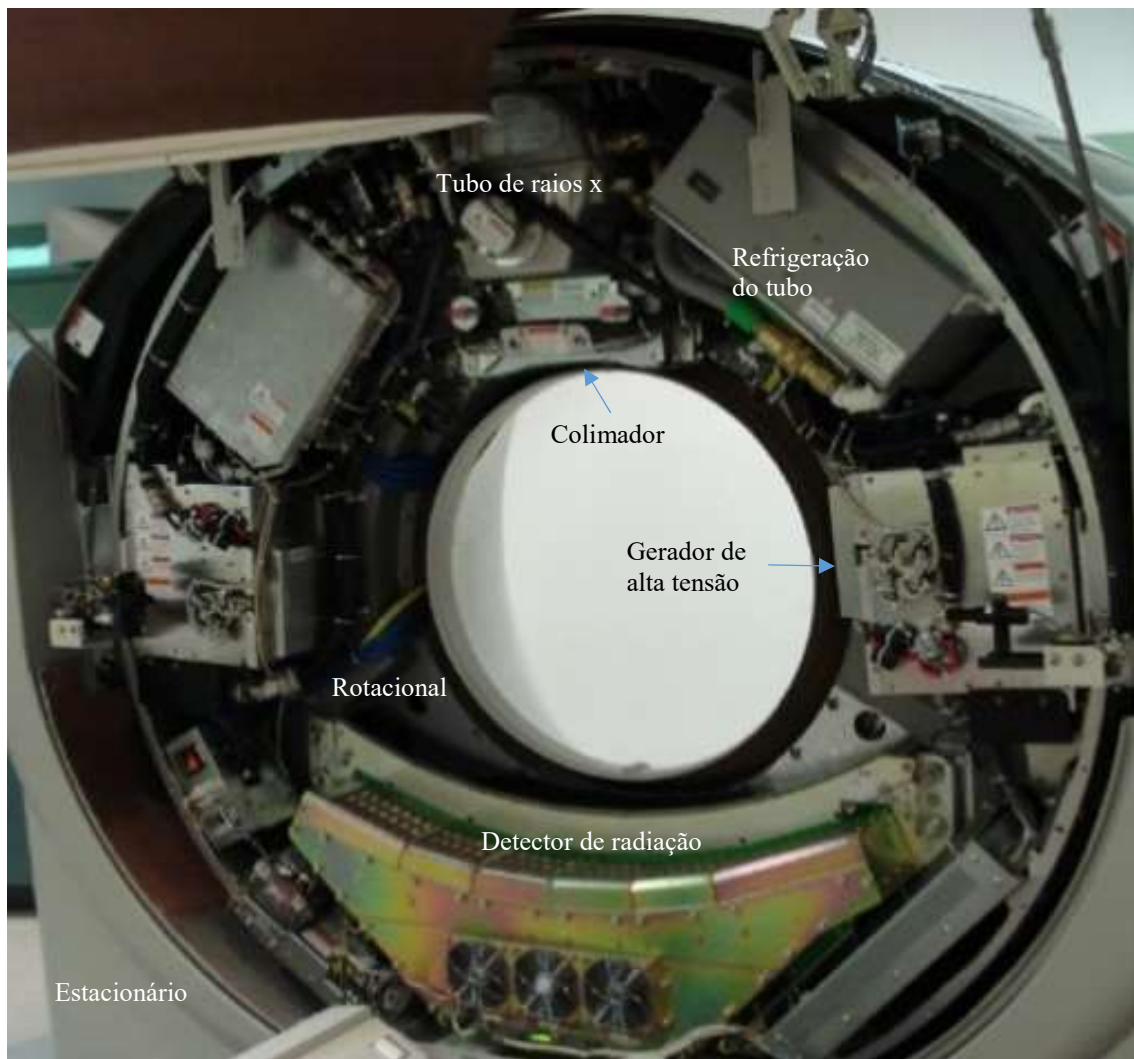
Interior de um Gantry de um TC
